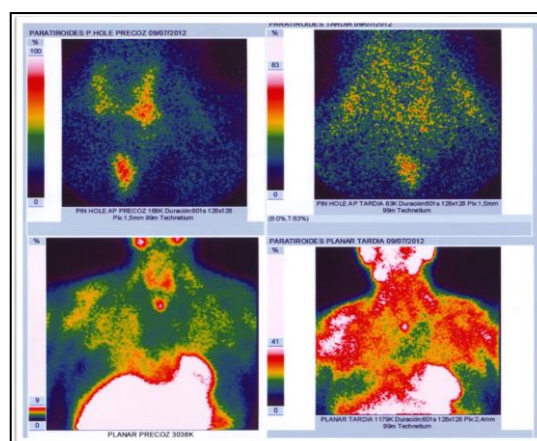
Detección con Pin Hole. Adenoma ectópico en mediastino superior (SPECT).
